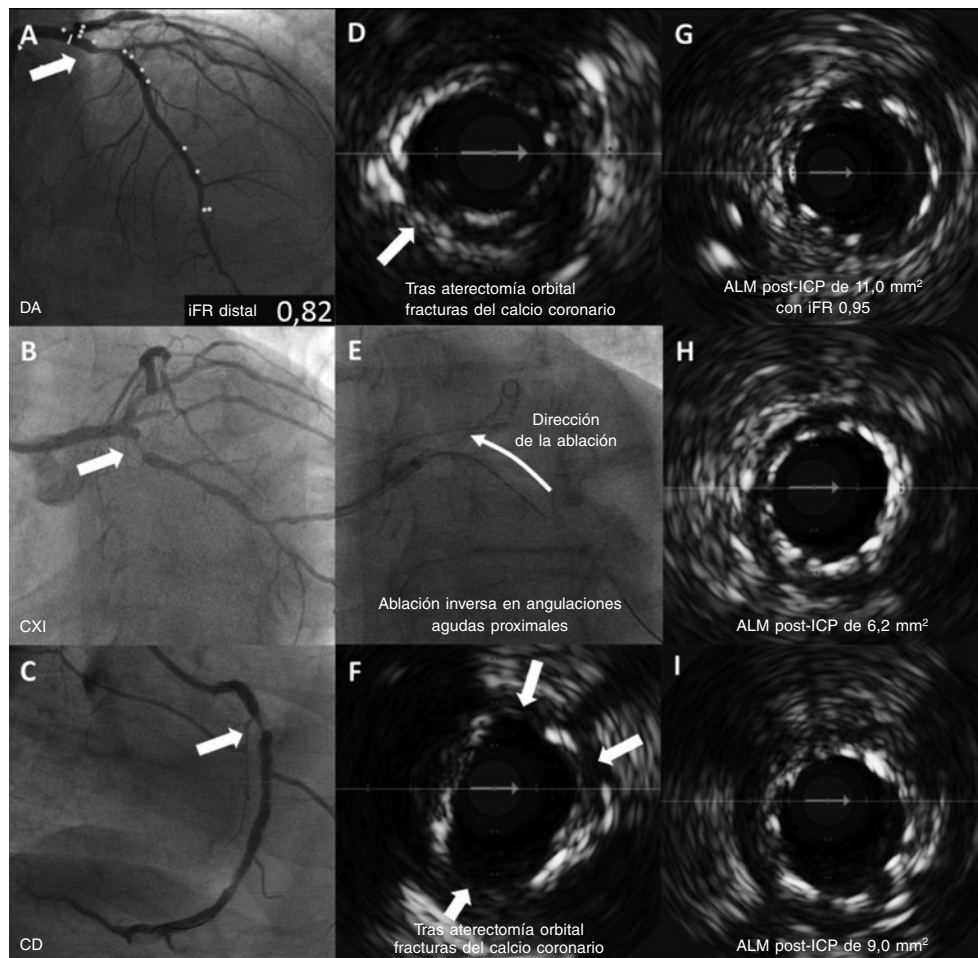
Angiografía basal con aterectomía orbital guiada por IVUS muestra los mecanismos de modificación de la placa de calcio con despliegue del *stent* y aposición de *struts*. A: lesión en DA proximal con un iFR de 0,82. B: lesión en CXI proximal. C: lesión en CD proximal. D: fracturas de calcio (asteriscos) tras aterectomía orbital guiada por IVUS. E: s aterectomía orbital inversa. F: fracturas de calcio (asteriscos) tras aterectomía orbital guiada por IVUS. G: aposición del *stent* en DA con ALM post-ICP de 11,0 mm² e iFR de 0,95. H: aposición del *stent* en CXI con ALM de 6,2 mm². I: aposición del *stent* en CD con ALM de 9,0 mm². ALM: área luminal mínima; CD: coronaria derecha; CXI: circunfleja izquierda; DA: descendente anterior; ICP: intervención coronaria percutánea; iFR: índice diastólico instantáneo sin ondas; IVUS: ecografía intravascular.
